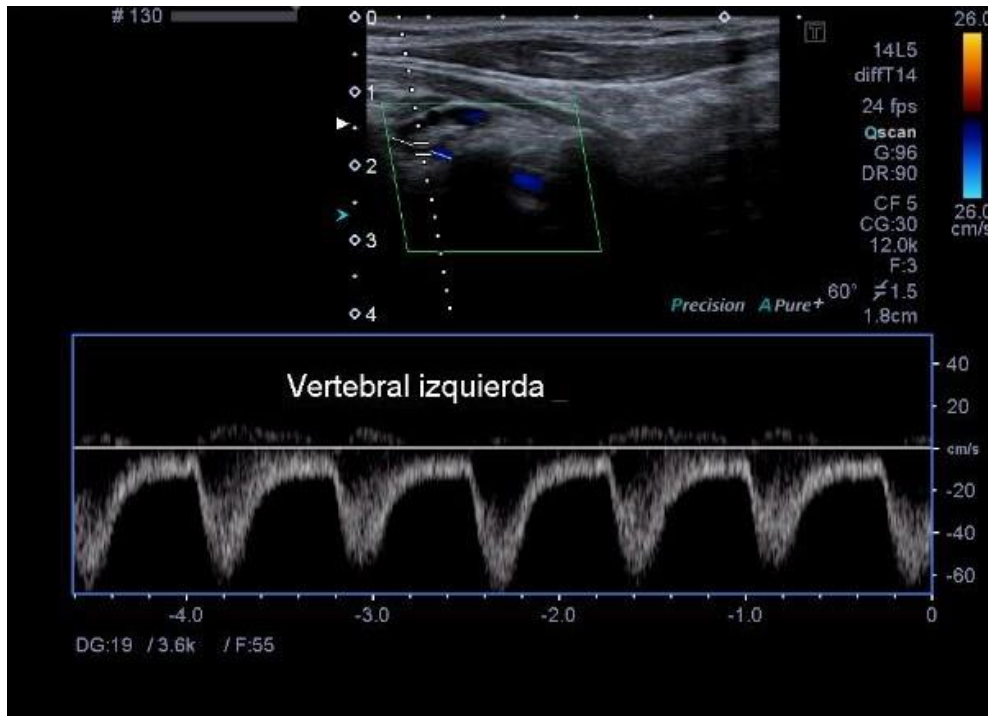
Doppler pulsado de vertebral izquierda con flujo retrogrado en todo el ciclo típico de robo de subclavia, grado III.
